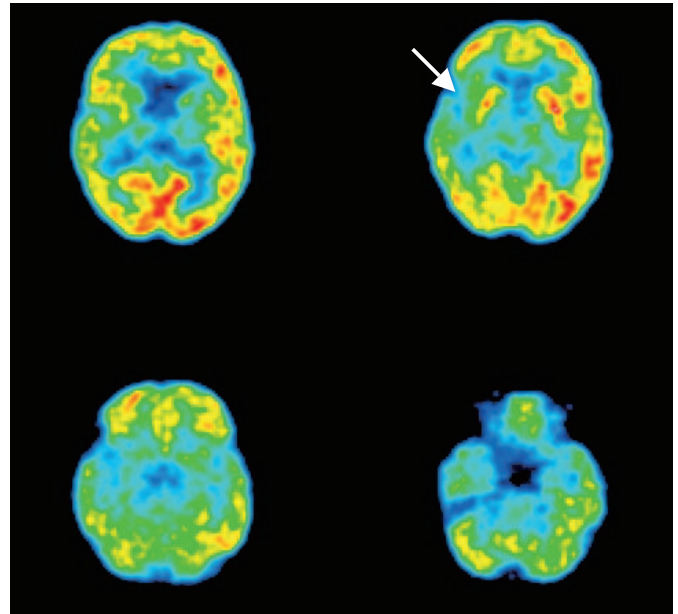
^{18}F -FDG PET定性画像
